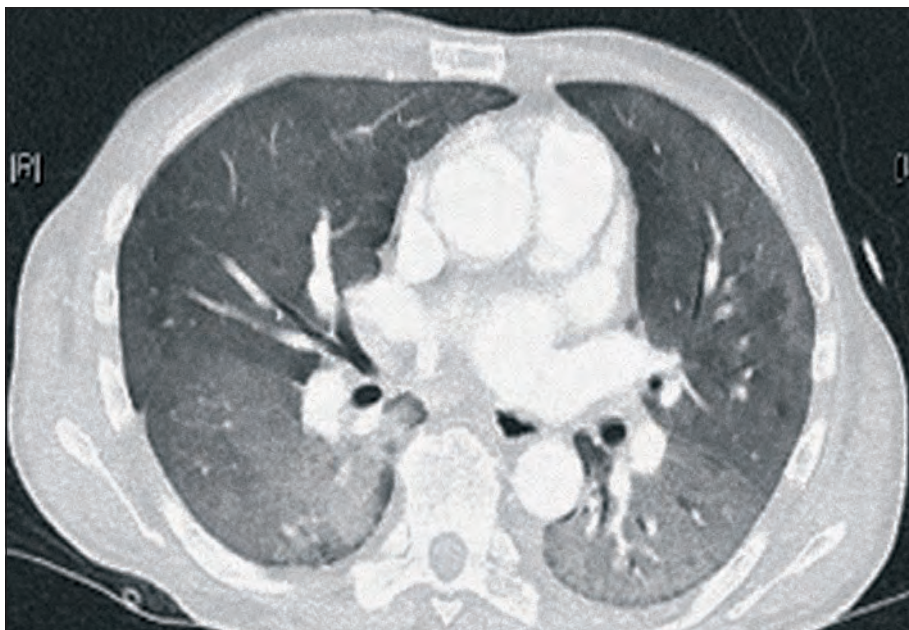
CT Thorax mit i.v.-KM: Pulmonal perihilär zum großen Teil alveoläre Infiltrate beidseits.
